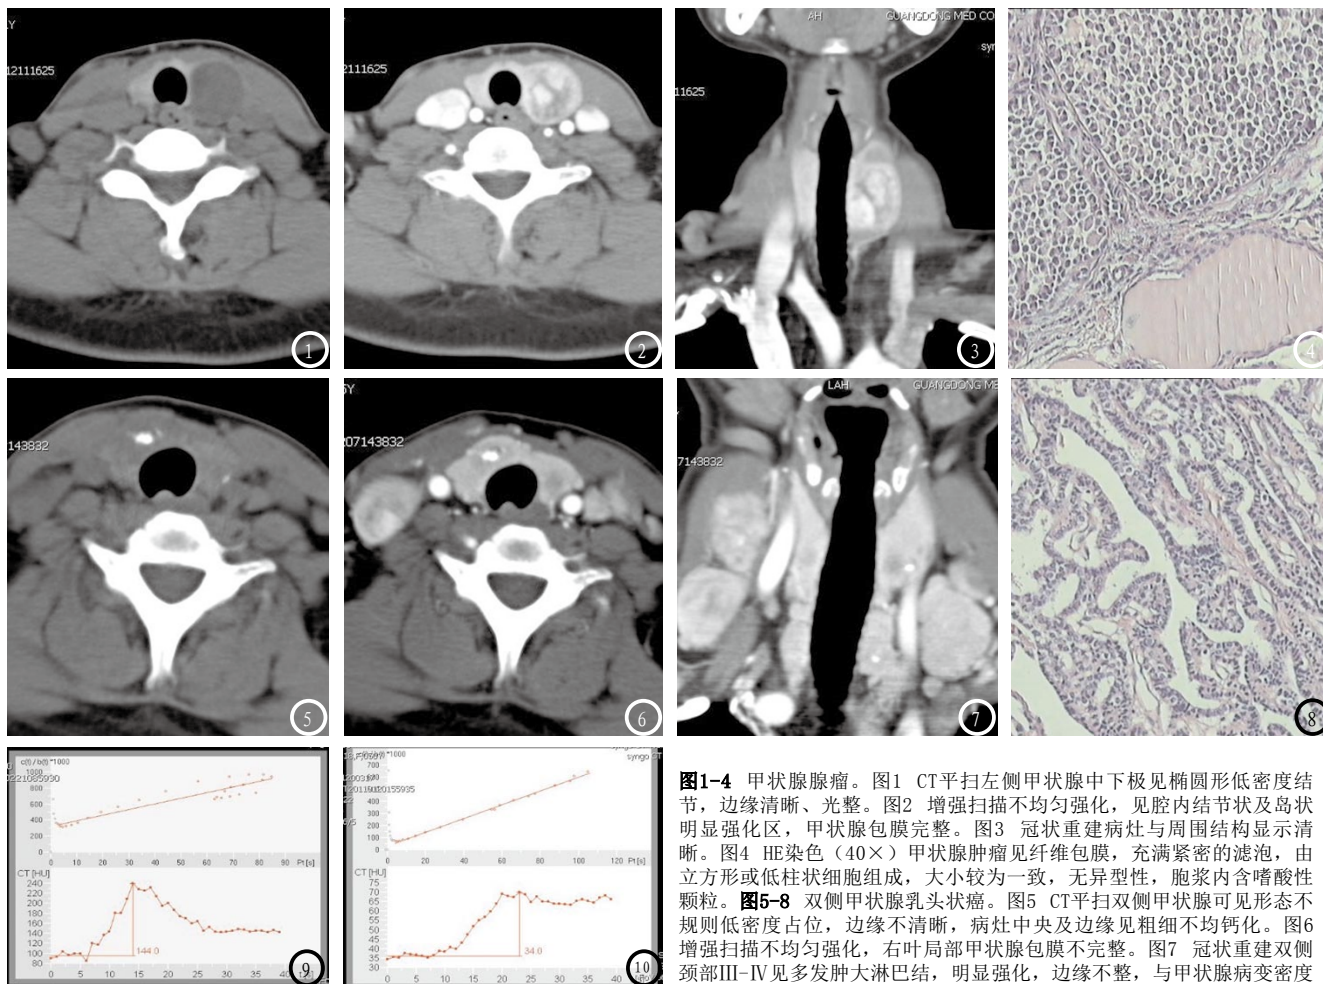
甲状腺腺瘤。图1 CT平扫左侧甲状腺中下极见椭圆形低密度结节，边缘清晰、光整。图2 增强扫描不均匀强化，见腔内结节状及岛状明显强化区，甲状腺包膜完整。图3 冠状重建病灶与周围结构显示清晰。图4 HE染色（40×）甲状腺肿瘤见纤维包膜，充满紧密的滤泡，由立方或低柱状细胞组成，大小较为一致，无异性性，胞浆内含嗜酸性颗粒。图5-8 双侧甲状腺乳头状癌。图5 CT平扫双侧甲状腺可见形态不规则低密度占位，边缘不清晰，病灶中央及边缘见粗细不均钙化。图6 增强扫描不均匀强化，右叶局部甲状腺包膜不完整。图7 冠状重建双侧颈部III-IV见多发肿大淋巴结，明显强化，边缘不整，与甲状腺病变密度相近。图8 HE染色（40×）肿瘤细胞呈多级乳头状结构浸润性生长，排列紧密，核深染，有异性性。图9 甲状腺左叶结节性甲状腺肿TDC图，呈缓升平台型。图10 甲状腺双侧滤泡性癌TDC图，呈缓升平台型。
